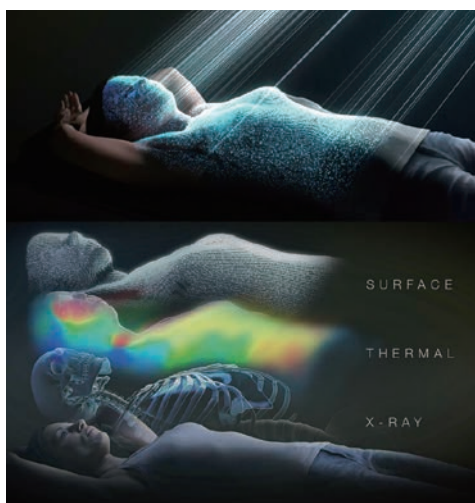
이그젝트랙 다이나믹의 원리. 이그젝트랙 다이나믹은 X-ray를 통한 골격 확인, 환자의 체온(Thermal) 확인 및 체표면(Surface) 스캔을 통한 환자 치료 포지션의 정확한 확인이 가능하여, 보다 정확하고 안전한 방사선치료를 가능하게 했다.
